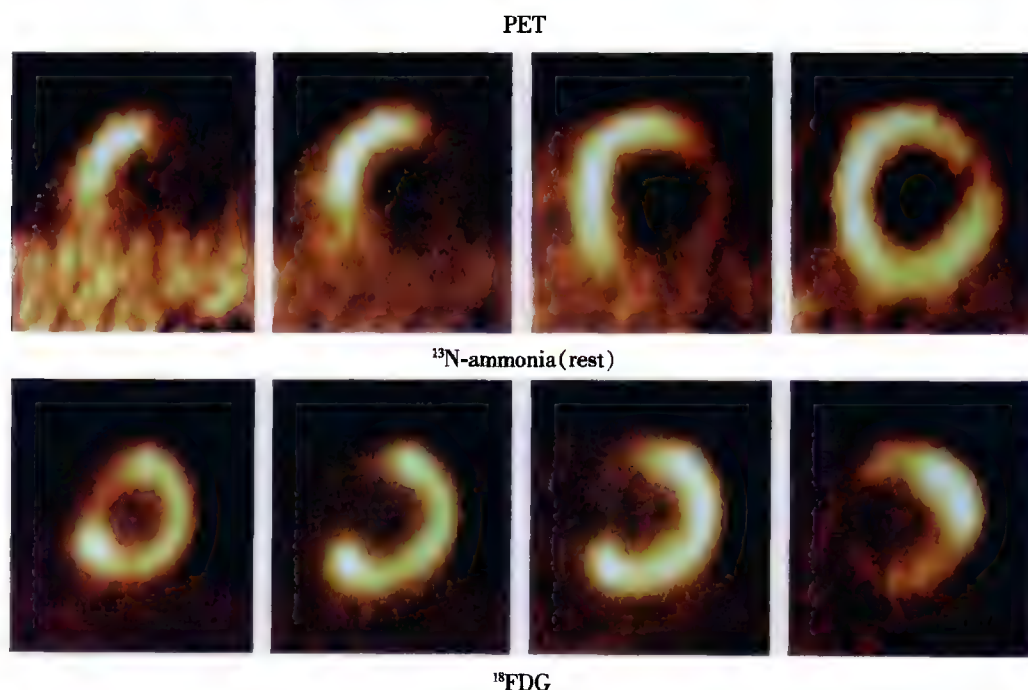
PET 核素心肌代谢显像结合灌注显像判断存活心肌
